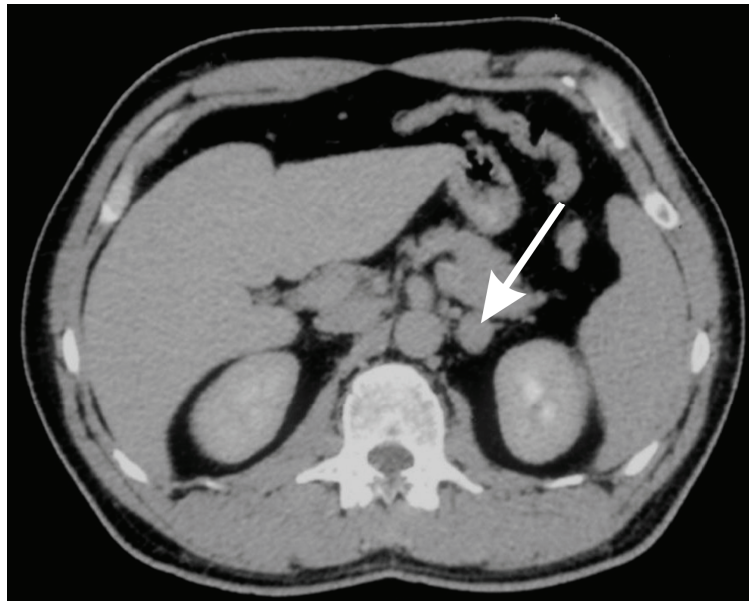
CT Befund. Der Pfeil zeigt auf das linksseitige Phäochromozytom.
